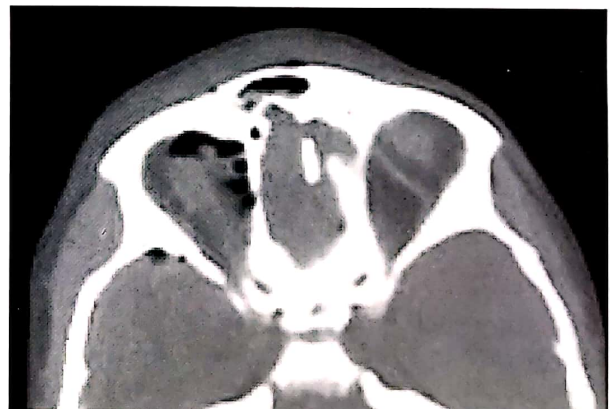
P.M., 26 ani, M. Emfizem intraorbital drept posttraumatic. Fractură de perete medial al orbitei și peretelui anterior al sinusului frontal. CT-scan axial, fără contrast.
